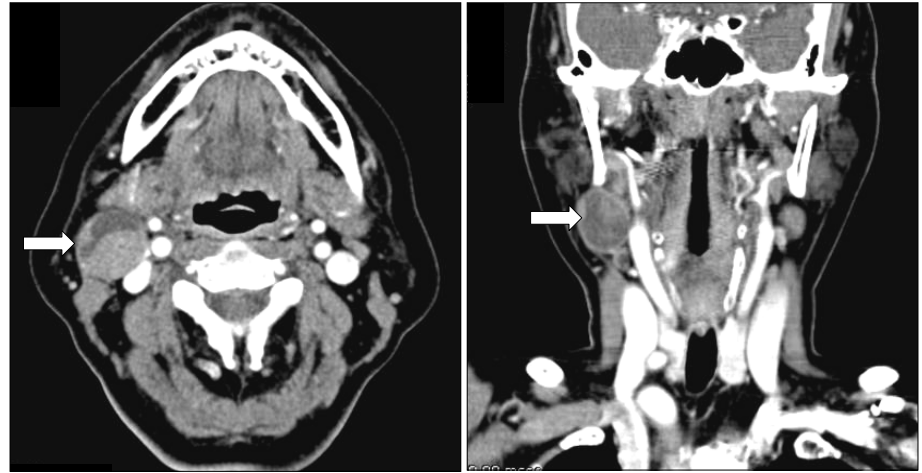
Enhanced CT scan demonstrating peripherally rim enhanced mass with focal internal hypodensity in right neck level II (arrow) (case 1).
